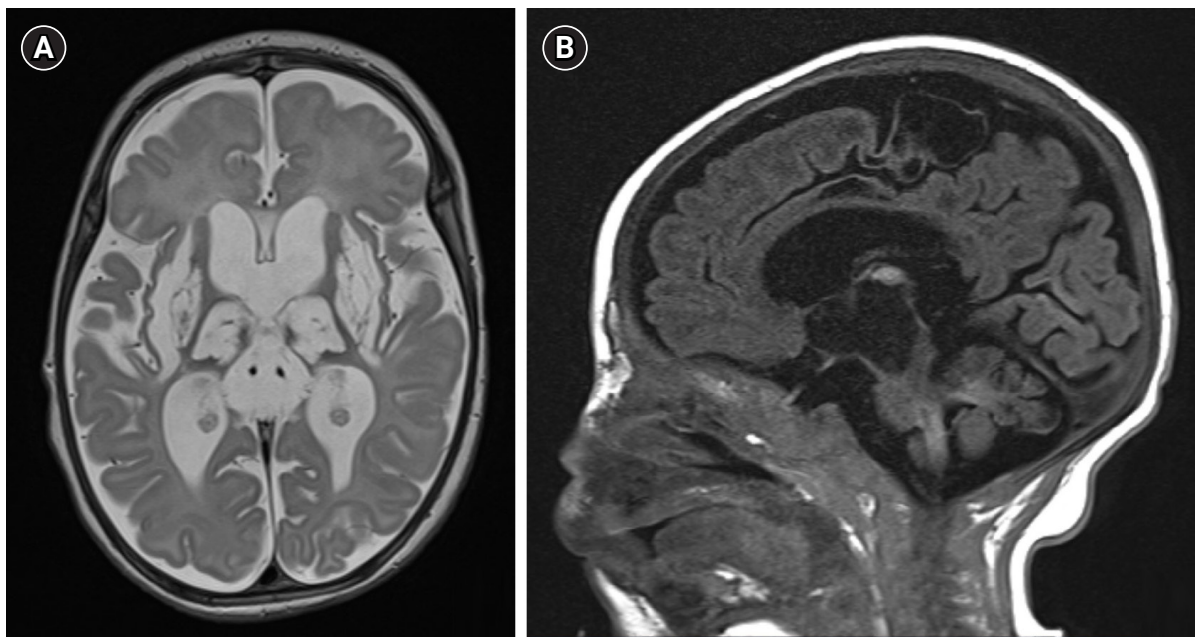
Brain magnetic resonance imaging (MRI). (A) Axial T2-weighted and (B) sagittal T1-weighted brain MRI showing the progressive encephalomalacic change with severe atrophy involving as follows; deep gray matters (both basal ganglia, thalami, periaqueductal gray matter, midbrain), subcortical white matters of paracentral lobule, both hippocampi and corpus callosum.
